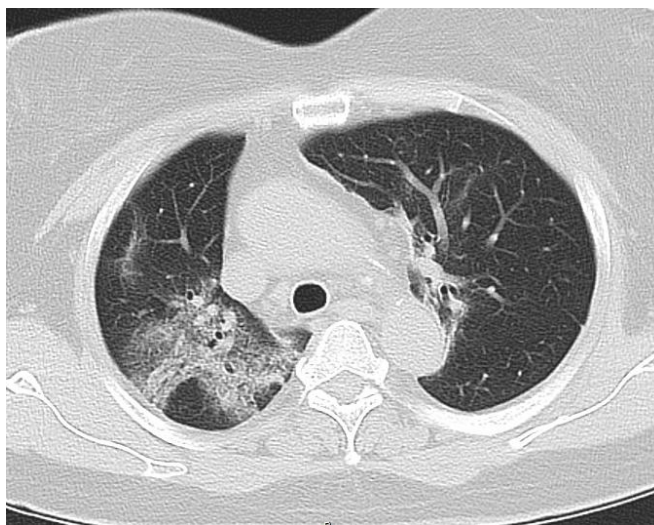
患者女，62 岁。全身酸痛伴肌肉疼痛 10 天，发热 38 度。2 周内未到过武汉，曾在市三院就诊，服药后无好转，仍有咳嗽、头晕和乏力。深圳市人民医院 2020 年 1 月 26 日 CT 检查（如左图）
